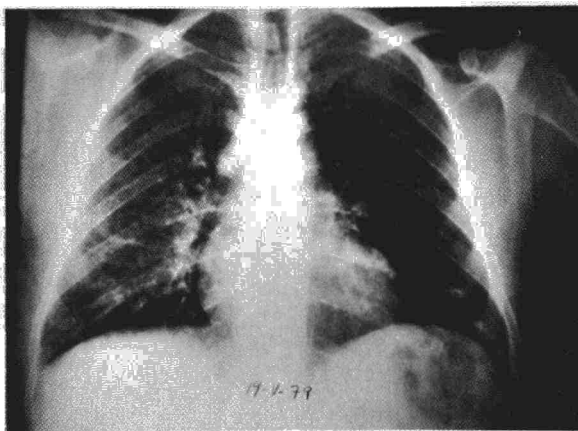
Radiografía de tórax posteroanterior, mostrando infiltración pulmonar intersticial bilateral.
